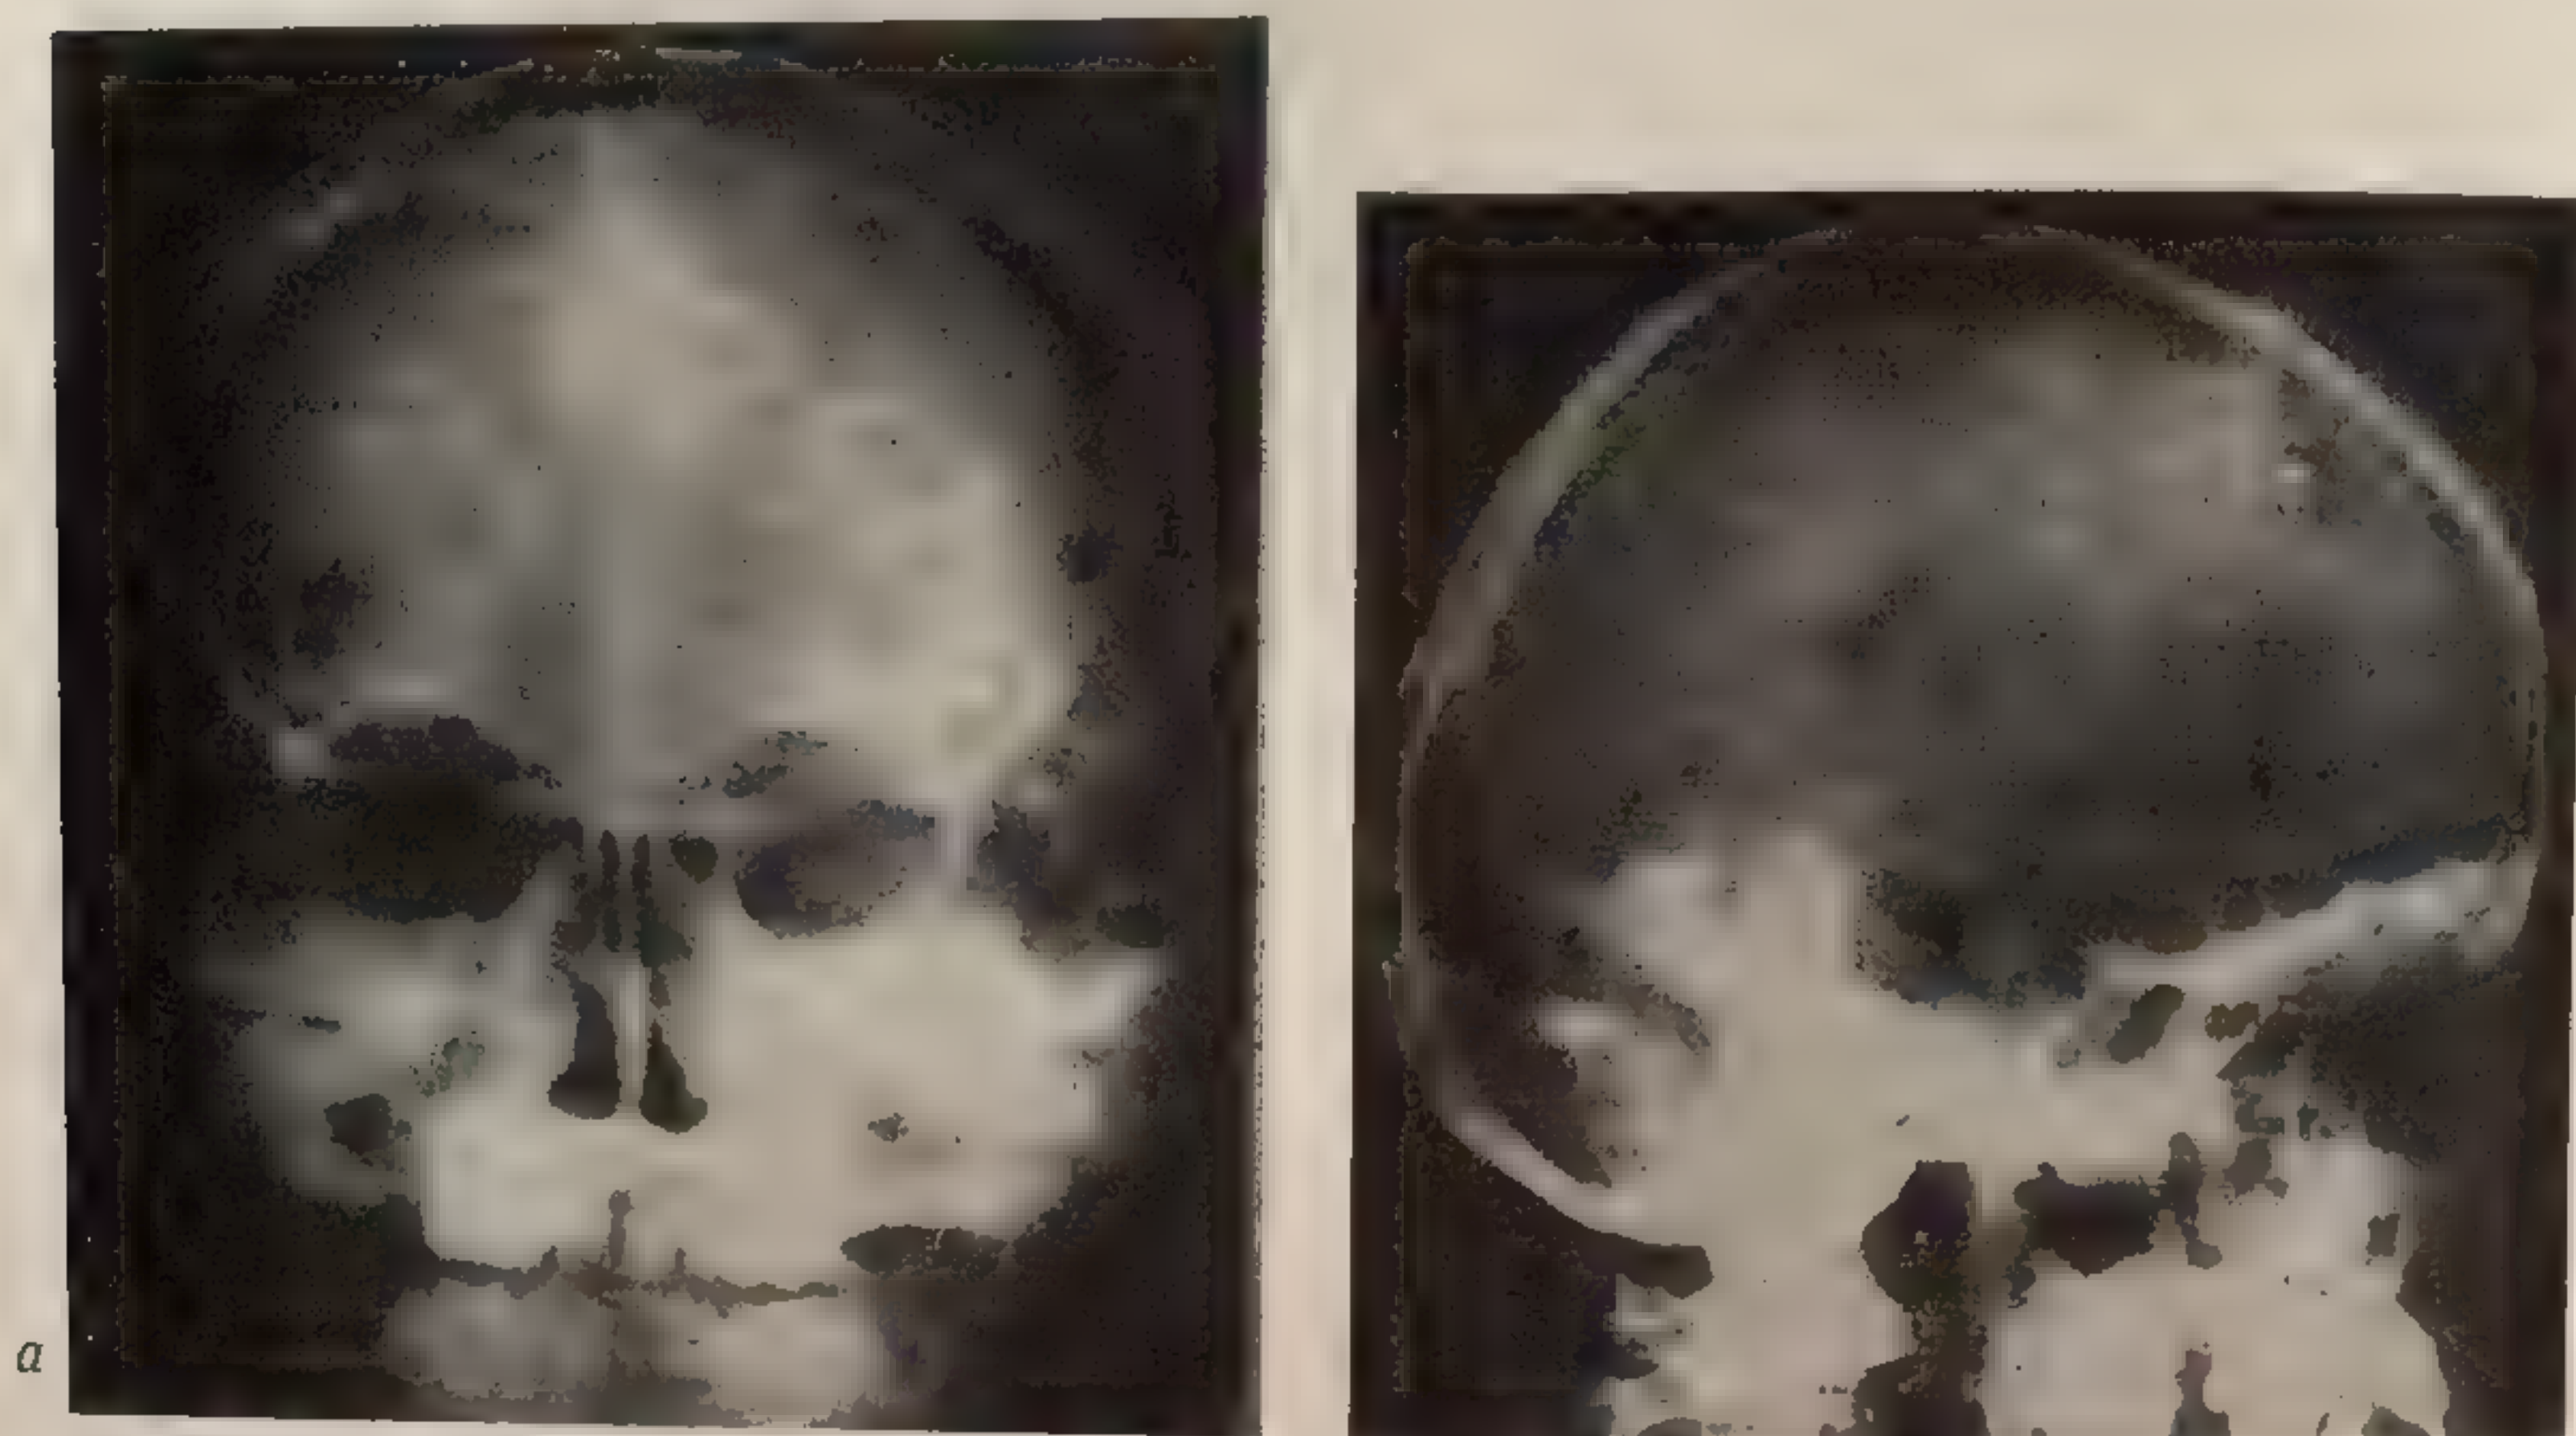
и б. Рентгеновский снимок черепа больного, изображенного на рисунке 61
